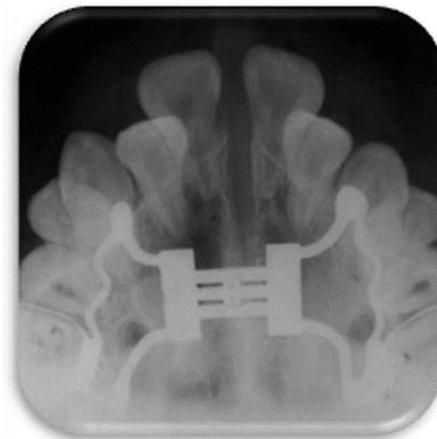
Radiografía oclusal disyuntor tipo Hyrax, se observa la separación ortopédica del paladar, a nivel de la sutura media.
